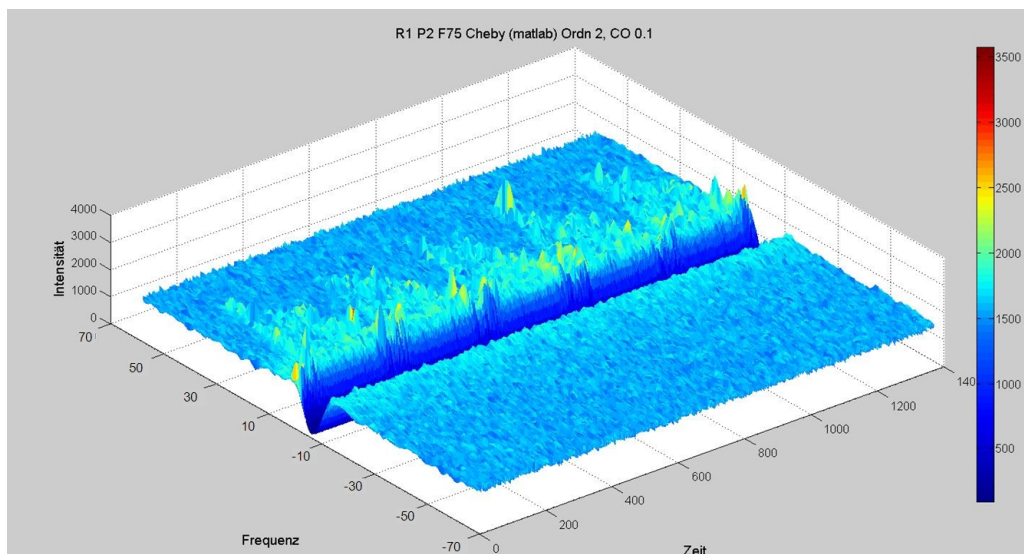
Darstellung des obigen Dopplersignals nach Filterung mit einem Tschebyscheff-Filter.
